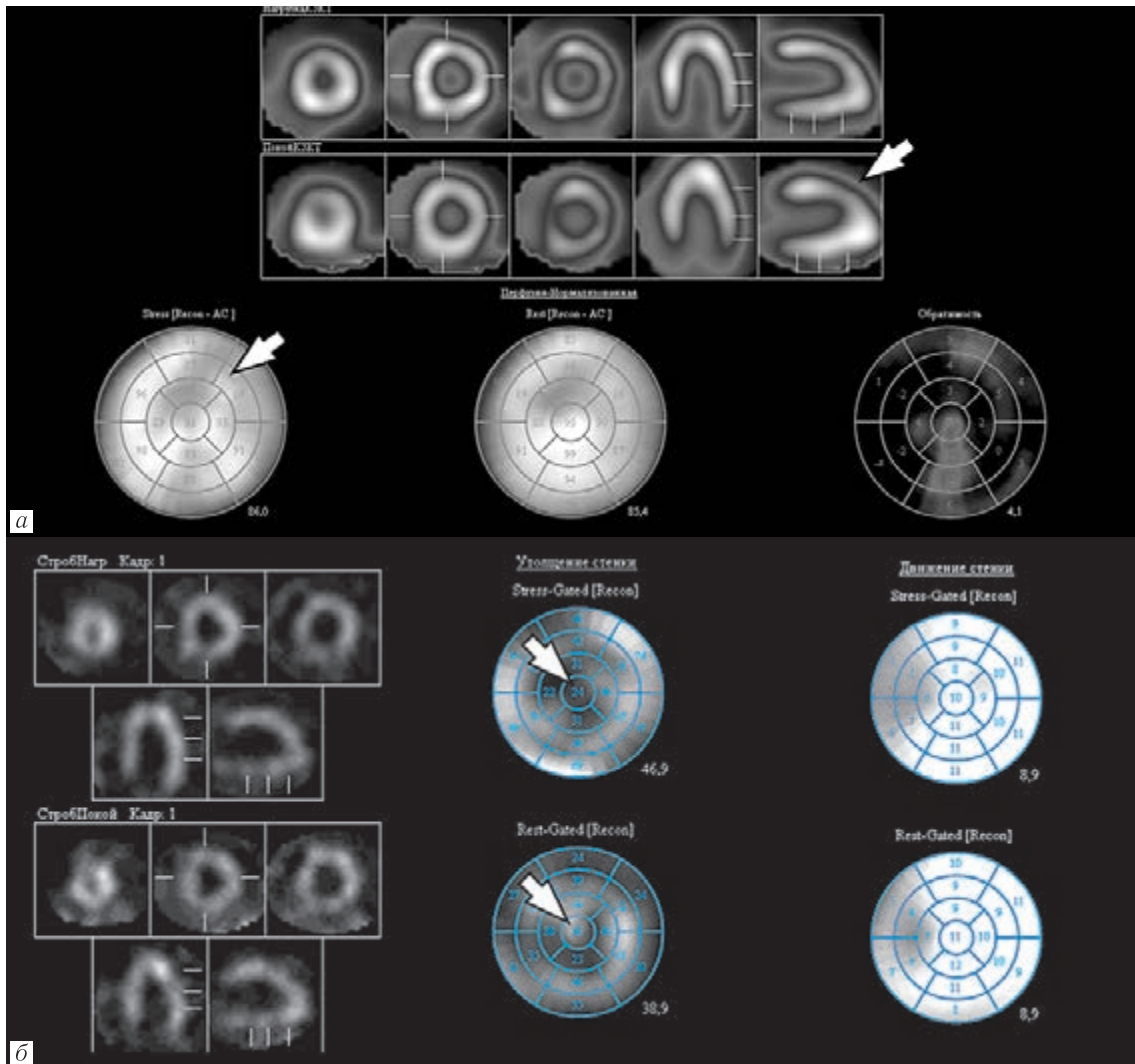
a* — Результаты перфузионной сцинтиграфии миокарда после нагрузочной пробы и в покое. Определяются характерные паттерны А-ГКМП: повышенная аккумуляция РФЛП в области верхушки ЛЖ, конфигурация полости ЛЖ в виде «пиковой масти» на серии томографических срезов (указаны стрелками); *б* — сократительная функция миокарда ЛЖ по данным ЭКГ-синхронизированной ОФЭКТ. Визуализируется снижение систолического утолщения миокарда верхушечной локализации в покое, которое усугубляется после нагрузочной пробы (указаны стрелкой)
